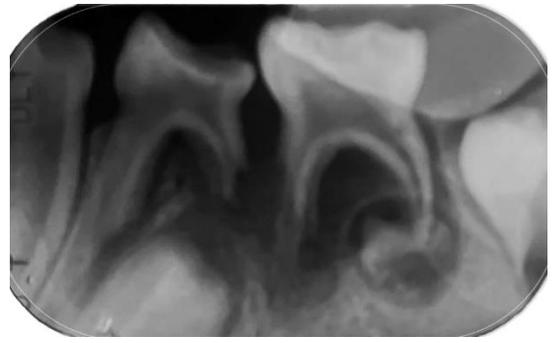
radiografía pza. 74-75
